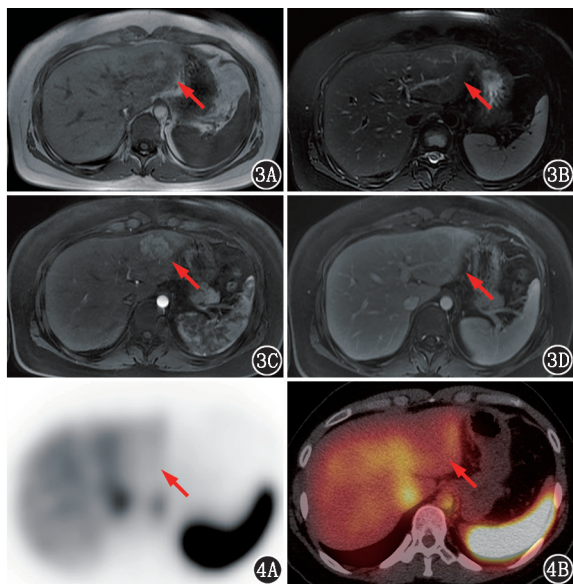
肝占位患者(女,31 岁)增强 MR 图。3A. T₁ 加权成像(WI);3B. T₂WI 序列;3C. 动脉期;3D. 门脉期。肝左叶类圆形稍长 T₁、稍长 T₂ 信号结节,动脉期可见明显强化,门脉期强化与周围肝实质基本一致(箭头示) 图 4 同一患者⁹⁹Tc^m-RBC 肝血池 SPECT/CT 显像图。4A. SPECT 显像图;4B. SPECT/CT 融合显像图。可见肝左叶病灶呈显像剂摄取减低(箭头示)
